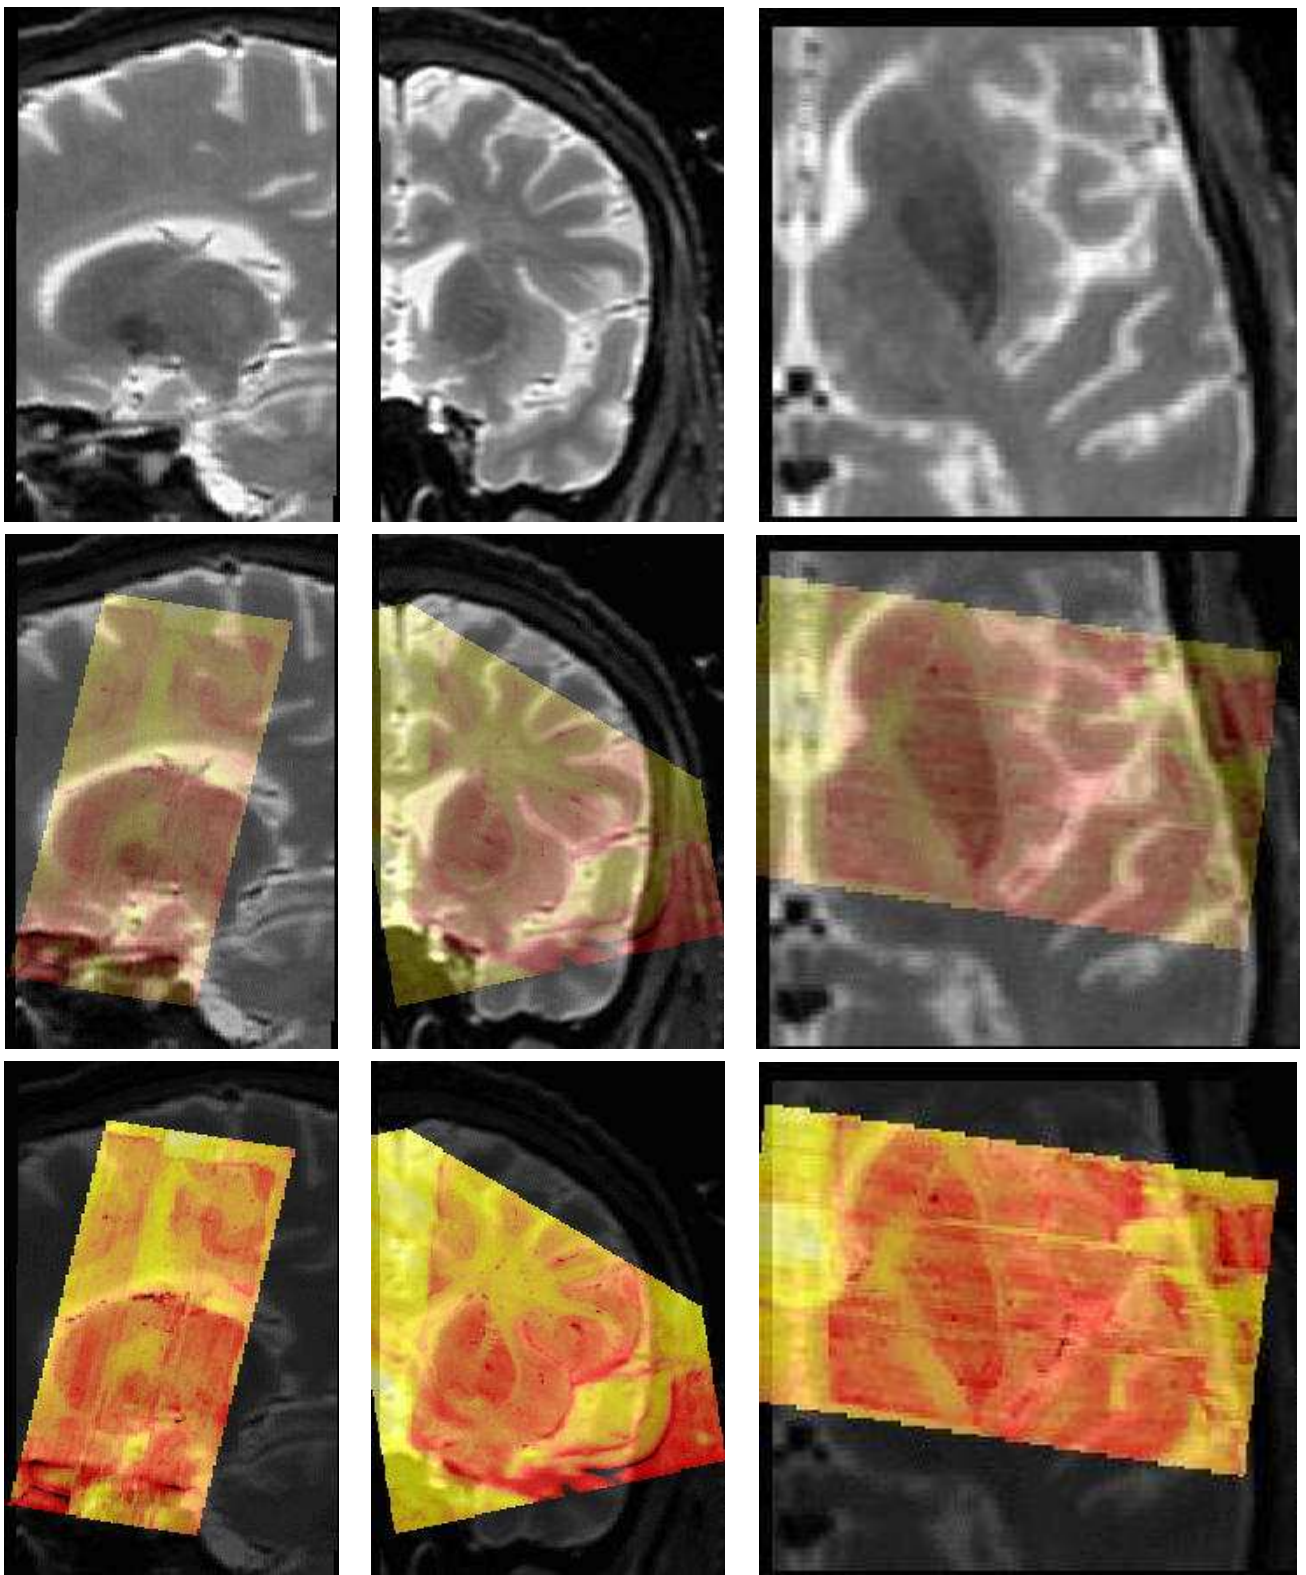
Fusion du bloc de cryosection avec l'acquisitions IRM pondérée en T2, même vue que la figure 10.13. Sur la ligne du haut de chaque figure, nous représentons l'IRM seule. Sur la ligne du milieu, nous avons une opacité moyenne pour les deux images fusionnées. Sur la ligne du bas, nous voyons majoritairement le bloc de cryosections reconstruit.
